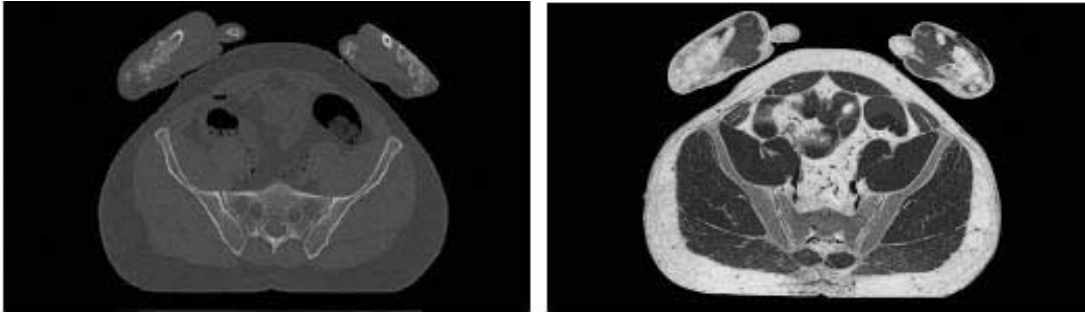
MRI (left) and anatomical image (right) showing that hands are placed in front of trunk in the Visible Human Project.
